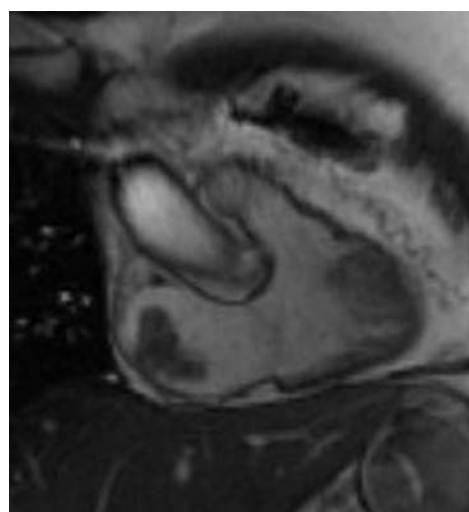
Métastase d'un adénocarcinome mammaire au niveau de l'oreillette droite en IRM (coupe coronale en ciné-IRM, séquence de précession libre).
